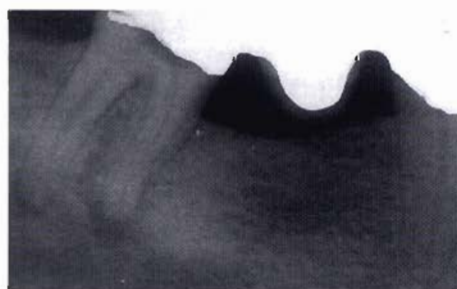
Radiografia preoperatoria: è presente un unico canale sia nella radice mesiale che in quella distale; entrambi gli apici appaiono rimaneggiati.
